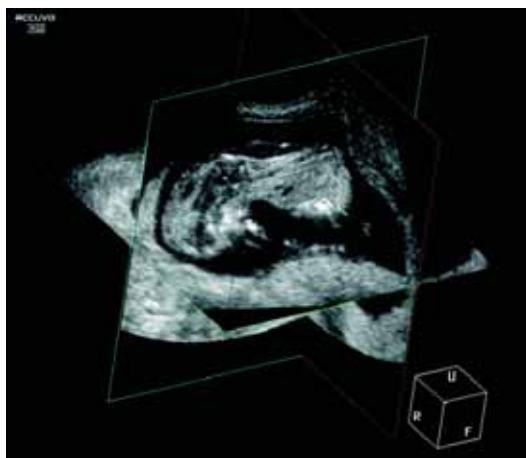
Исследование плода с расширением воротникового пространства при использовании режима Volume CT.
